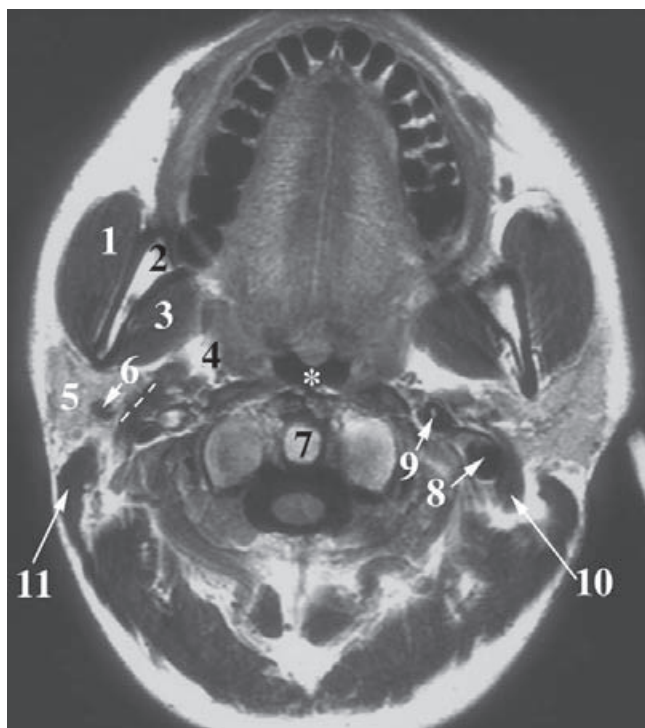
RM axial a nivel del atlas. 1) Músculo masetero; 2) mandíbula; 3) músculos pterigoideos; 4) espacio parafaríngeo; 5) parótida; 6) vena retromandibular; 7) diente del axis; 8) vena yugular interna; 9) arteria carótida interna; 10) vientre posterior del digástrico; 11) músculo esternocleidomastoideo. Nasofaringe (asterisco). Las líneas discontinuas muestran el diafragma estiloideo.
